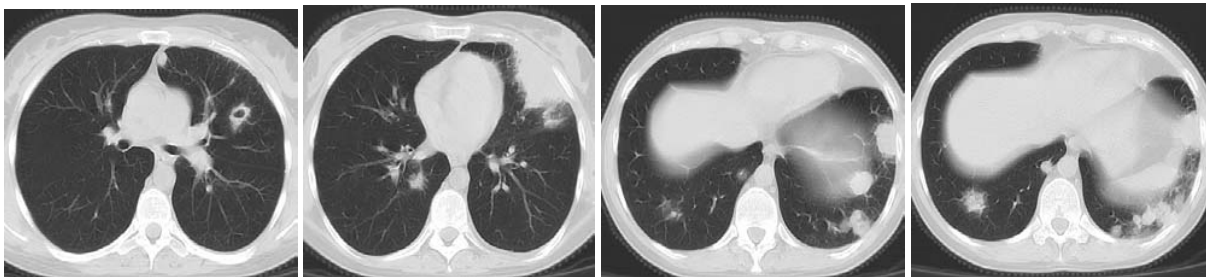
Больная П. Компьютерная томограмма ОГК.
